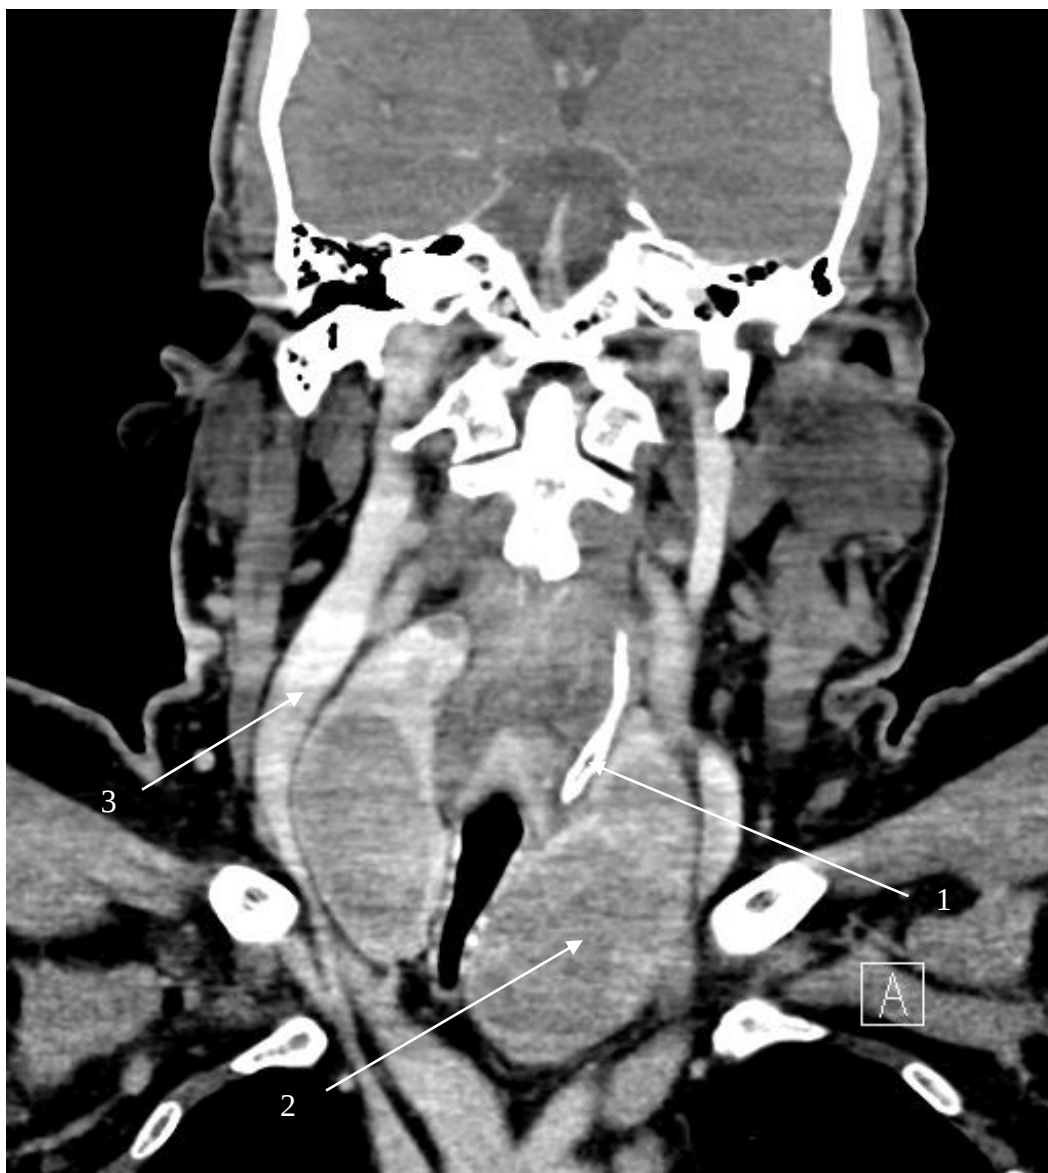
Secțiune tomografică în plan frontal, cu substanță de contrast în timpul arterial
